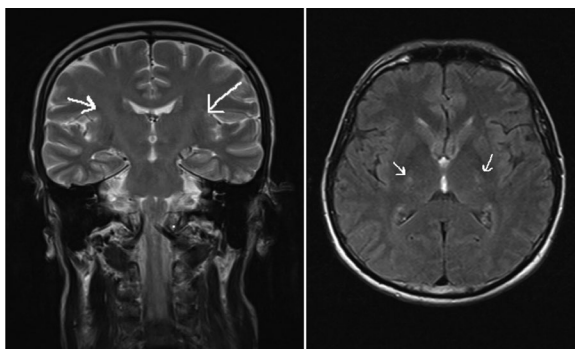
Cranial MRI. T2-weighted coronal and T2-FLAIR axial sections, hyperintense signals, on the posterior crura of the internal capsule bilaterally and cerebral peduncles
